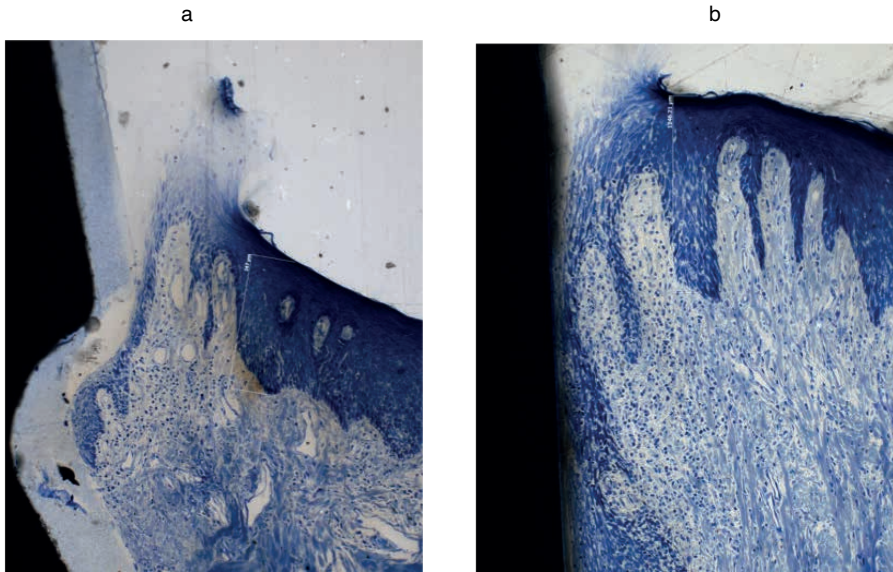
Epithelium after 15 days from implant insertion: a) Junctional Epithelium (JE) and underlying Connective Tissue (CT); b) Sulcular Epithelium (SE).
